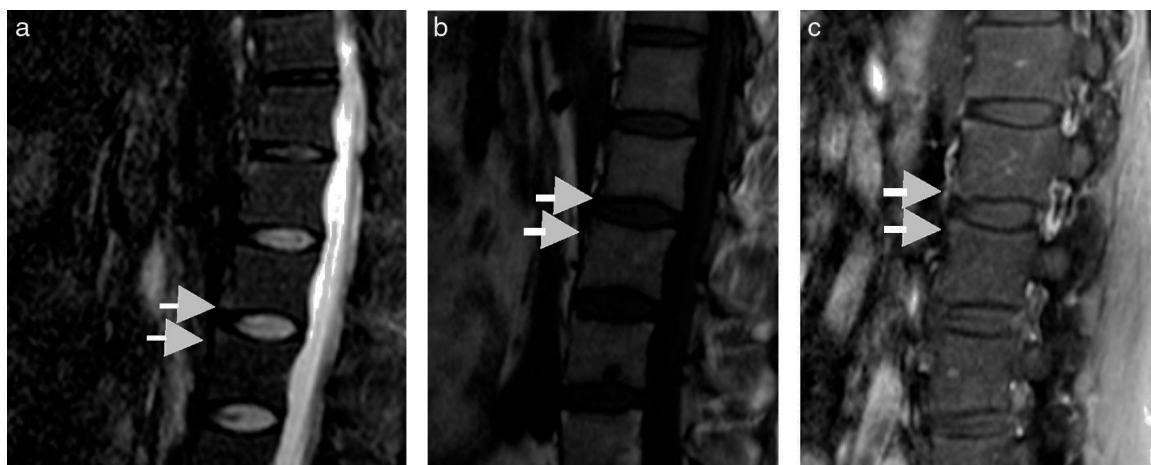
RM. Lesión de Romanus muy inicial y sutil en bordes anteriores de cuerpos vertebrales lumbares. En la primera imagen (a), indicados con puntas de flechas blancas, se muestra una secuencia STIR, pequeños bordes hiperintensos, que representan edema en aspectos anteriores de múltiples vértebras lumbares, que se corresponden con las imágenes a la derecha: un T1 sin contraste (b), donde se observan tenues hipointensidades y realce con el uso de medio de contraste en secuencia T1 fat sat (c).
